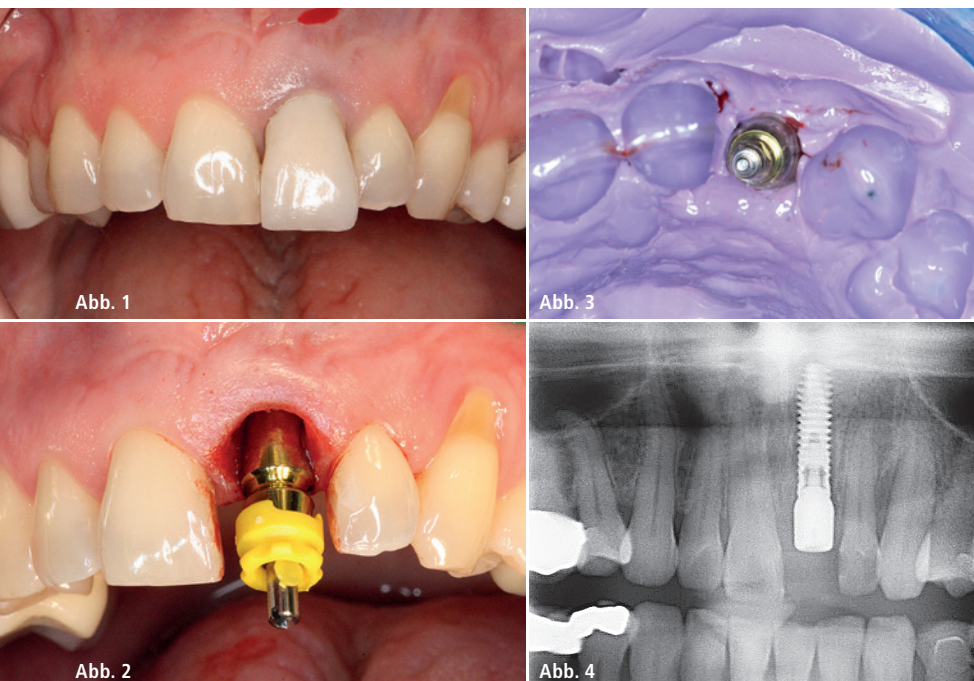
Ausgangssituation mit deutlicher Rezession am nicht erhaltungswürdigen Zahn 21. – Abb. 2: Insetiertes Implantat mit eingeschraubtem Übertragungsaufbau und aufgesetzter TransferCap für die offene Abformung (PickUp-Technik). – Abb. 3: Abformung der Implantatposition mit Übertragung des Emergenzprofils. – Abb. 4: Röntgenkontrollaufnahme post operationem (mit eingebrachtem Gingivaformer).
